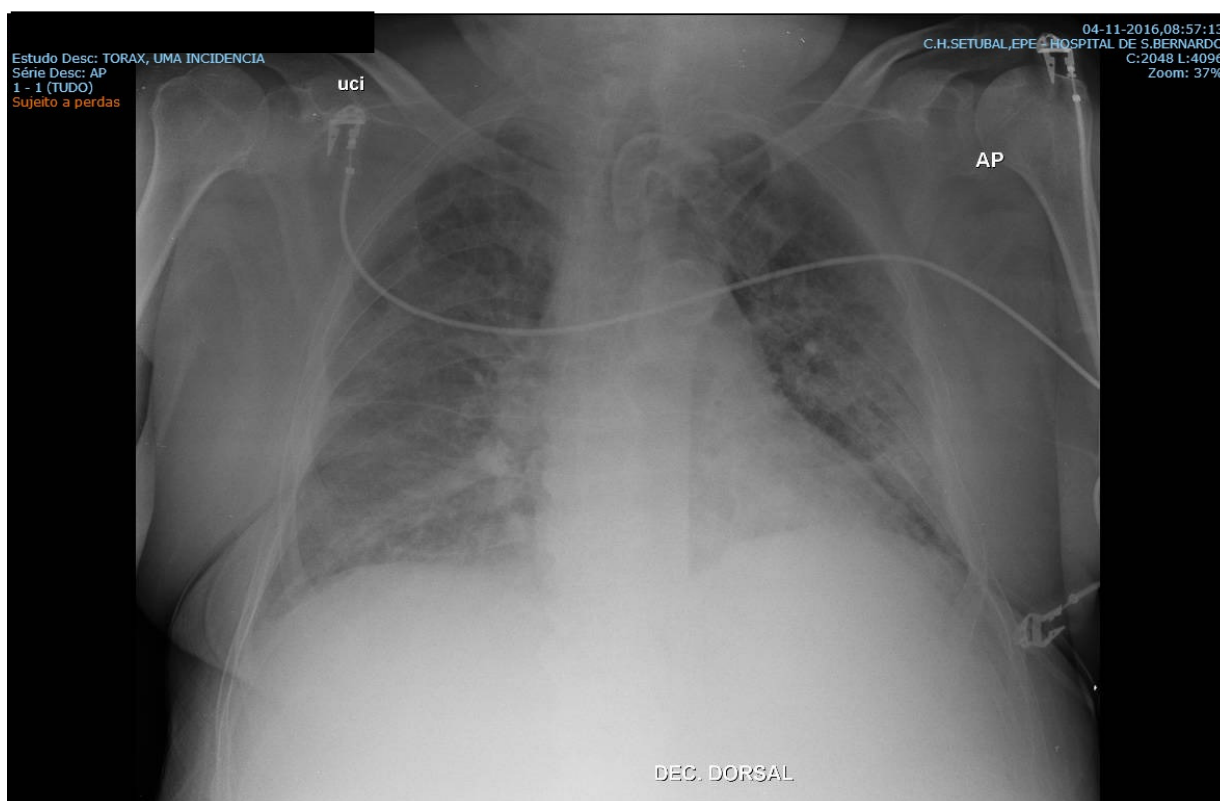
Radiografia de tórax PA. 04/11/2016<sup>31</sup>
